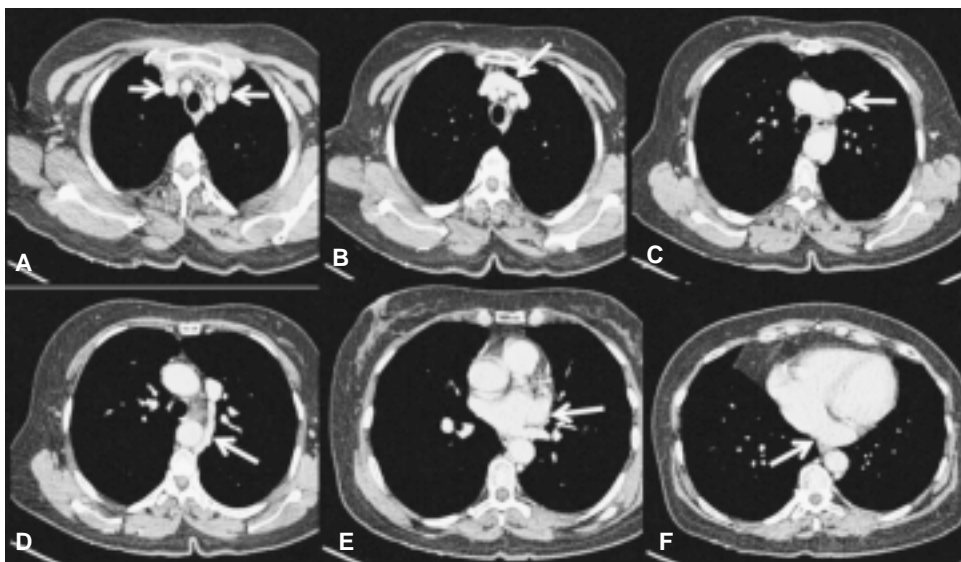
A) Cortes axiales de TC en fase venosa donde las flechas señalan las venas subclavia derecha e izquierda, un corte más abajo, B) Se observa a la vena innominada derecha cruzando anteriormente a los troncos arteriales supraaórticos y drenando en la vena innominada izquierda para formar a la VCS de situación izquierda, como se observa en C. D) Se muestra a la vena hemiácigos que drena en la VCS izquierda. E y F) Muestran cómo la VCS izquierda se une al seno coronario y drenan en la aurícula derecha.
